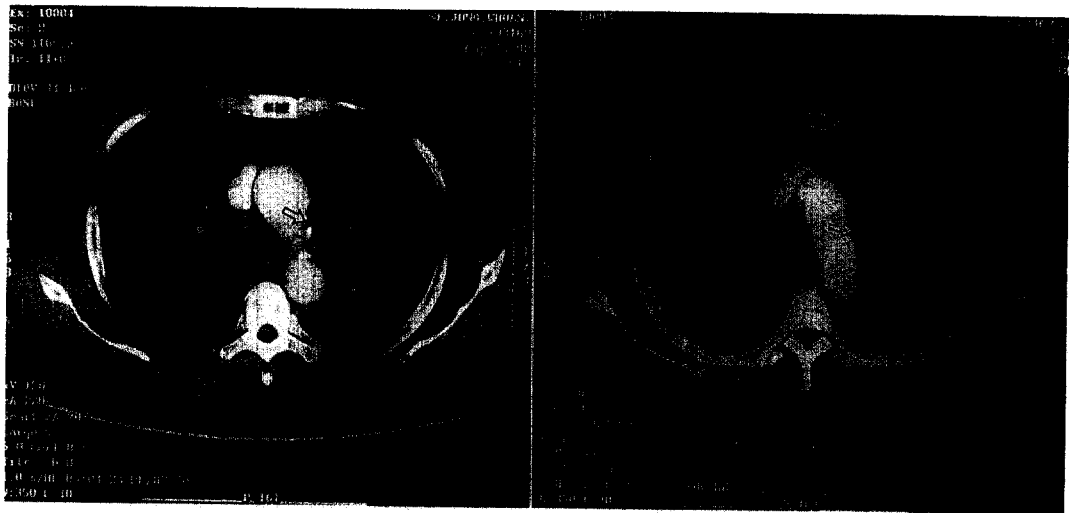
A, B. Chest CT scan shows homogenous low attenuating soft tissue mass in superior mediastinum with encasement of aortic arch.
